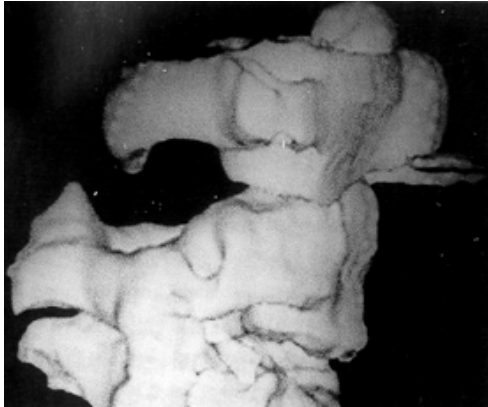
Three dimensional computer tomography shows an os odontoideum and anterior dislocation of the atlas on the axis.
